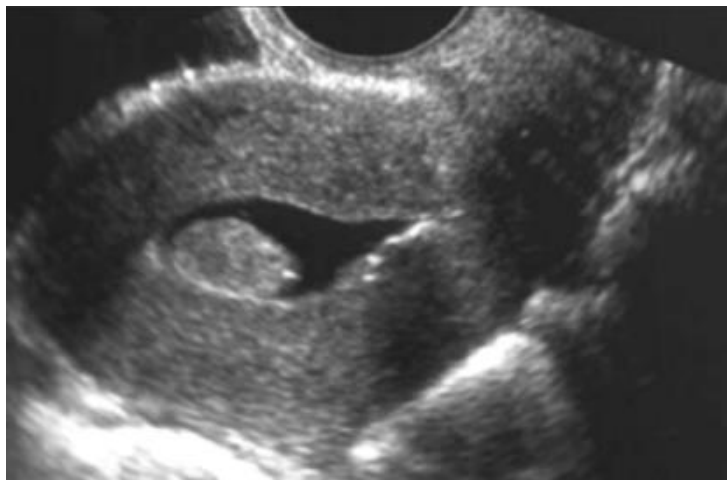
Histerosonografía que muestra leiomioma submucoso de cara posterior. Tomada de De Lucino (2008).
